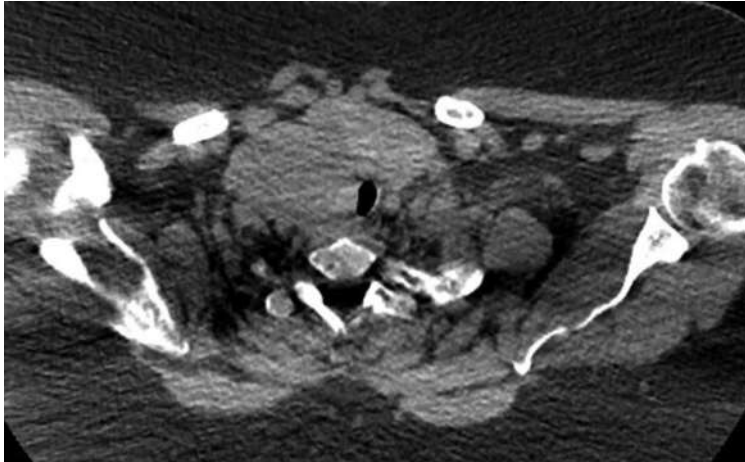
A TDM cervicothoracique, coupe axiale : volumineux goitre plongeant bilatéral avec compression trachéale.
